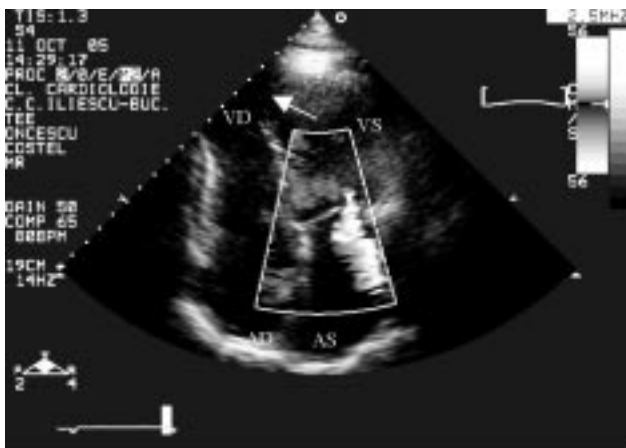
Ecografie transtoracică efectuată după momentul angioplastiei, secțiune apical 4 camere. Cavități dimensiuni normale; mică regurgitare mitrală Doppler color; SIV apical (săgeata) mai subțire (hipokinetic)
